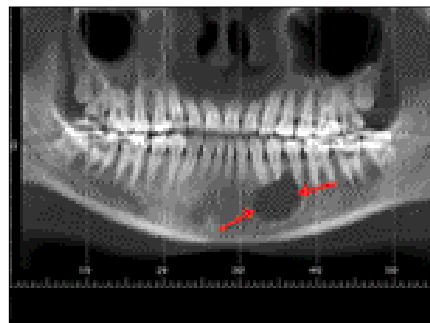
Preoperative Dental CT, April 2007
